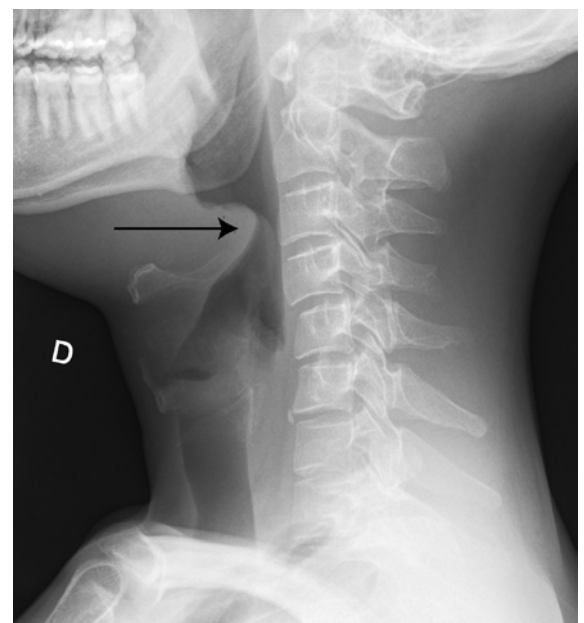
Radiographie latérale du cou. La flèche désigne le signe du pouce avec une obstruction marquée des VAS.
